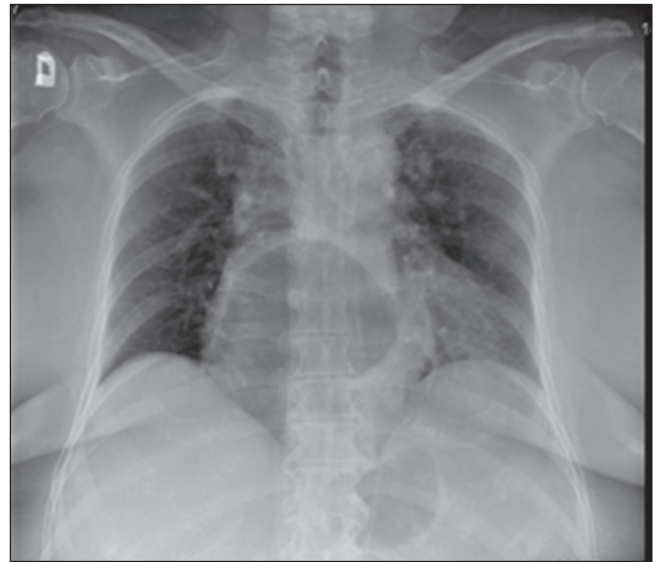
Radiografía de tórax P-A con aumento de aire a nivel de tórax.
